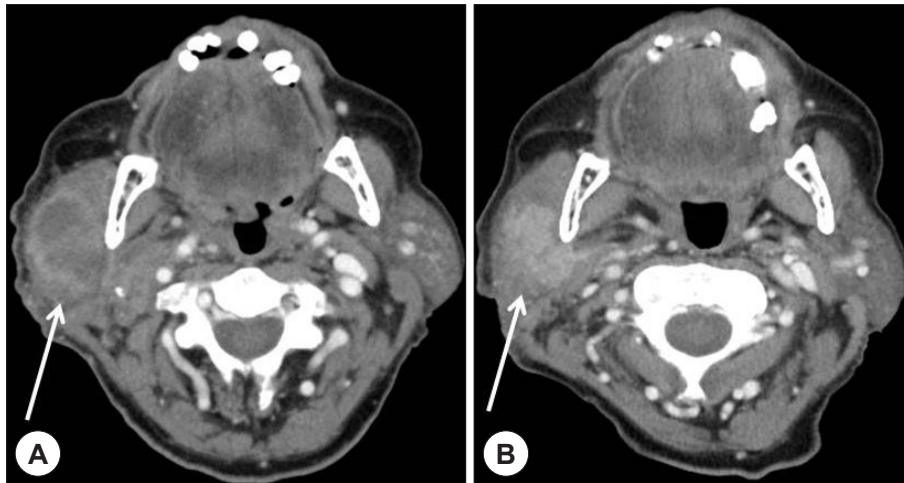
Initial neck CT scan(A) of the patient. 38×35×44 mm sized ill-defined lobulated mass is found in right parotid gland(arrow). After 2 cycles of trastuzumab administration, neck CT scan(B) shows partial regression of the cancer(arrow).
